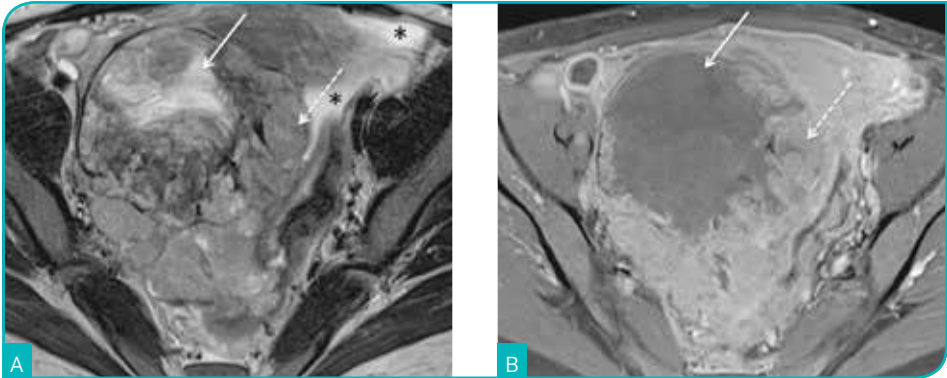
Carcinoma de células claras do ovário direito numa mulher com 39 anos. Imagens de RM ponderadas em T2 (A) e em T1 com saturação de gordura e após administração de gadolínio (B) no plano axial. Na dependência do ovário direito, identifica-se volumosa lesão predominantemente sólida (setas tracejadas) com extensas áreas necróticas (setas). As áreas sólidas captam avidamente contraste (B, seta tracejada). Presença de ascite (asteriscos) (cortesia da Dra. Adalgisa Guerra).
